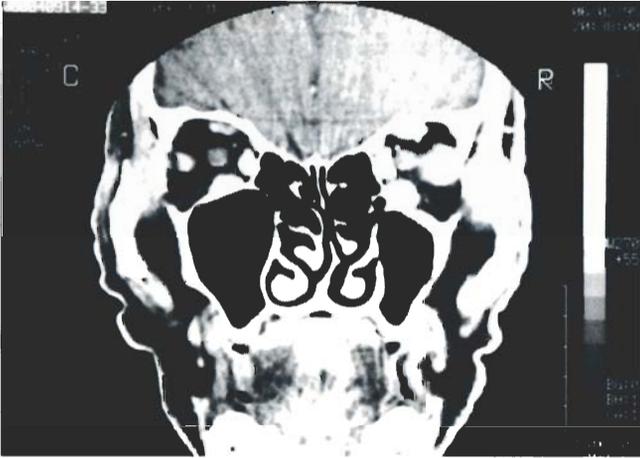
TC orbitária prévia à instituição de terapêutica
